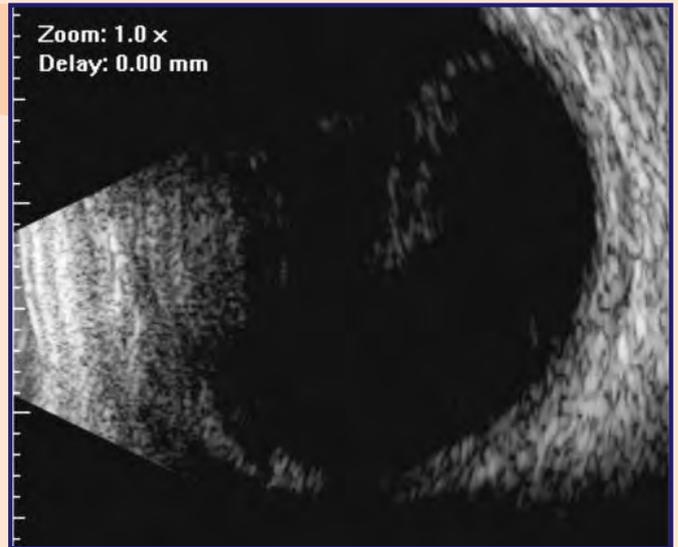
M.P. immagine ecografica B scan che evidenzia la riduzione della corpuscolatura vitreale il giorno seguente
